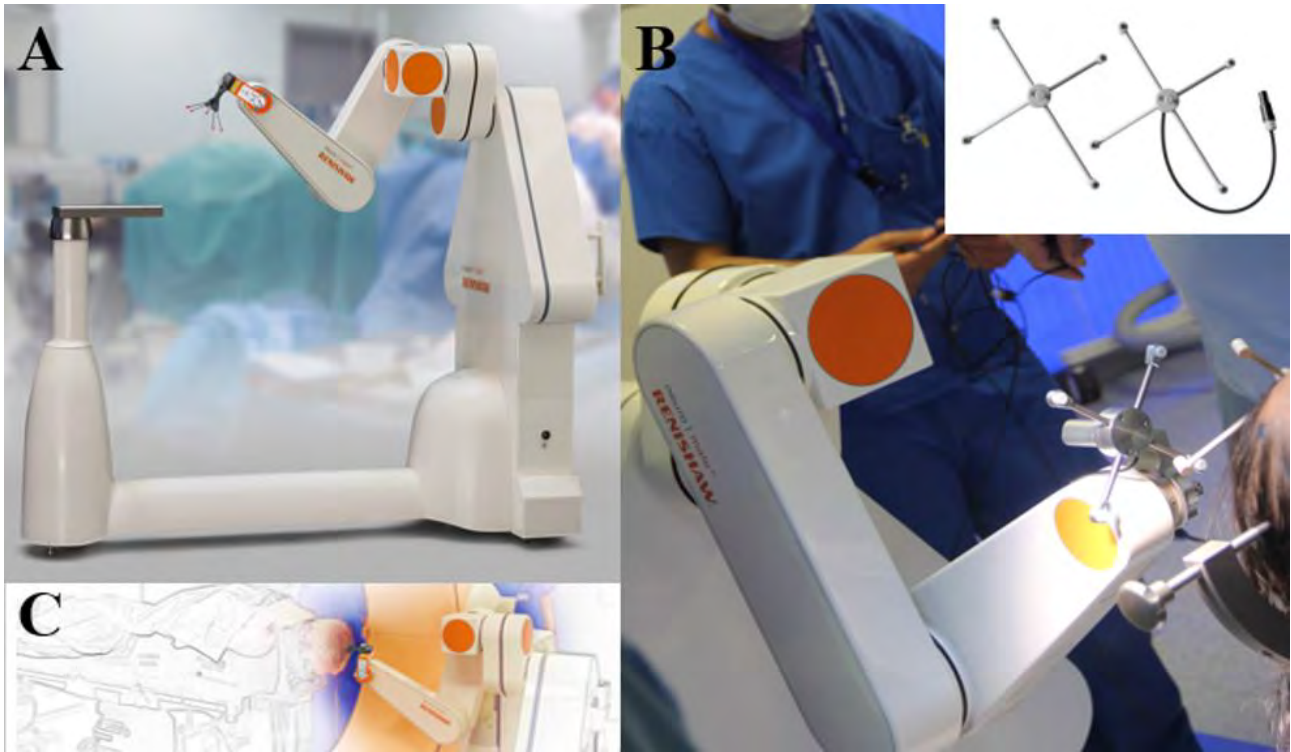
Robot Neuromate de Renishaw. A and C : Système Neurolocate® utilisé pour les référencages sans cadre. B : Référencage à l'aide des ultrasons. *Images fournies par RENISHAW avec permission pour publication (Renishaw-mayfield; Nyon, Switzerland).*
